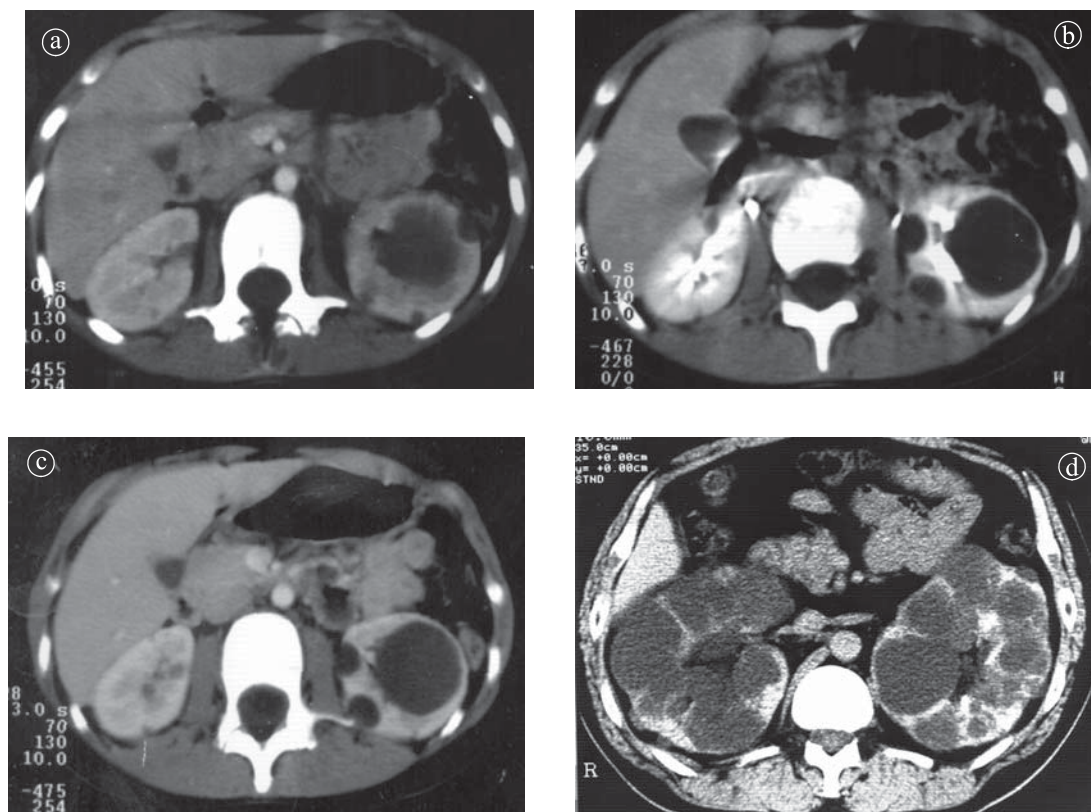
Rinichi polichistic de tip adult. a), b), c), d). CT secțiuni axiale postcontrast.
